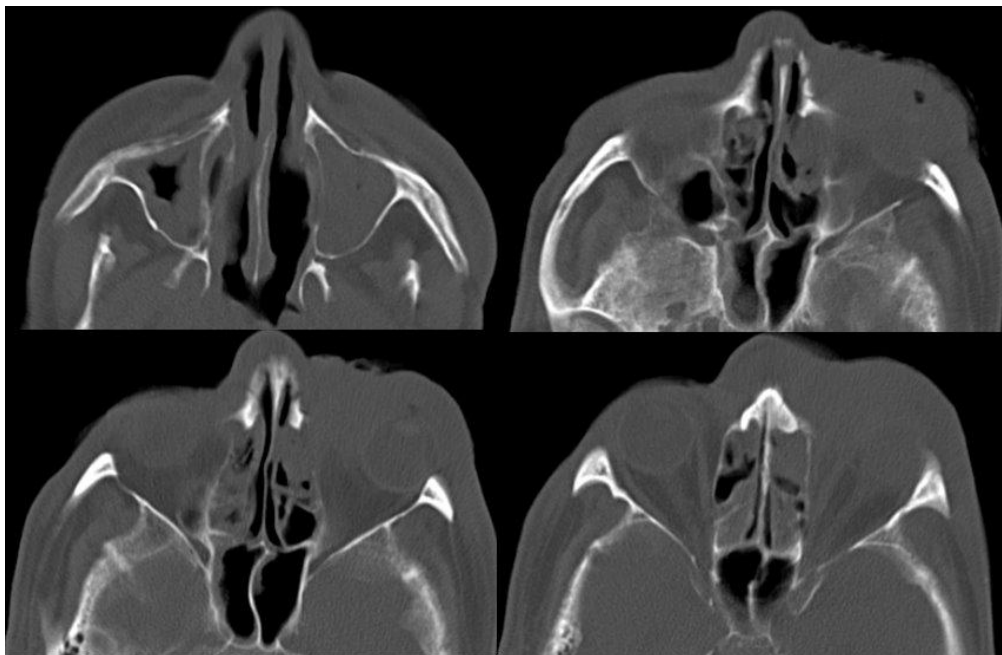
Двобічний хронічний гіперпластичний пансинусит у стадії загострення, ускладнений флегмоною лівої очної ямки у хворого Г., 46 років. Аксіальна СКТ.
